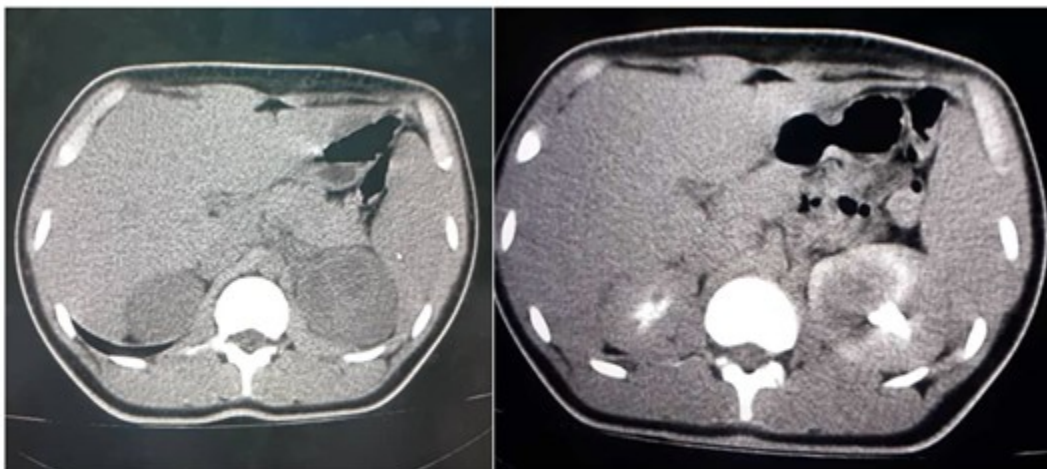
Imagen de TC renoureteral simple, EV con vista de eliminación donde se visualiza lesión heterogénea hacia el polo superior del RI con captación en anillo en relación con absceso renal.
